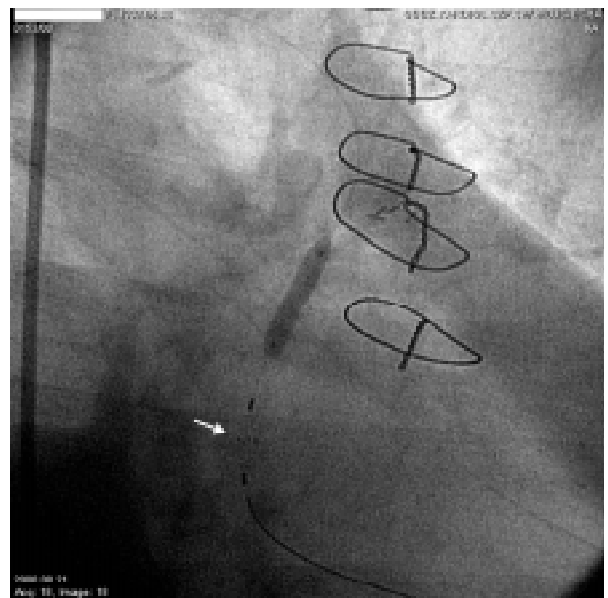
An expanded Angioguard filter in X-rays.
